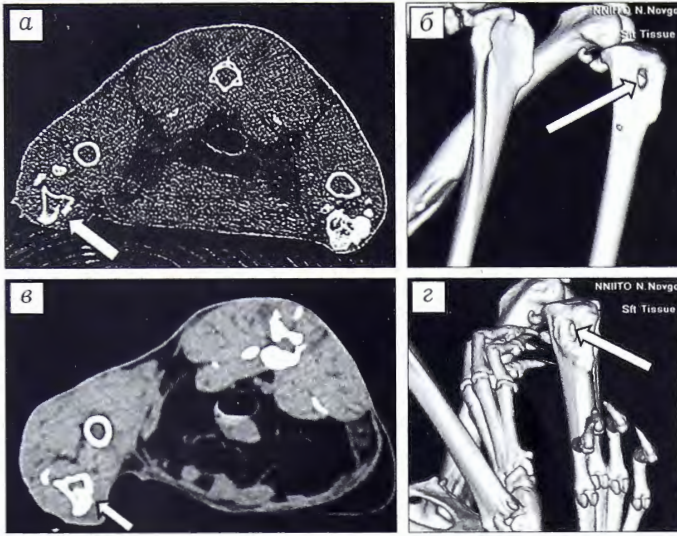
МСКТ-картина оперированного сегмента через 1 мес после санации (стрелка указывает на восстанавливающийся дефект).
